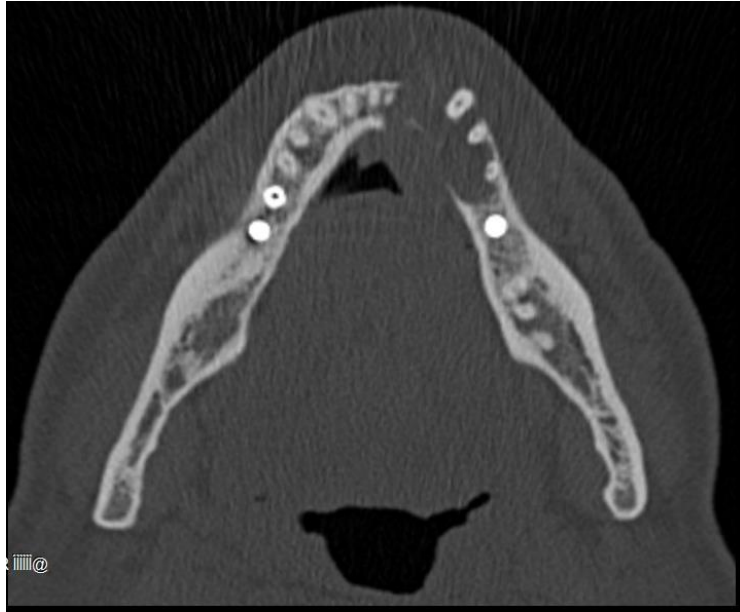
TAC pré-operatório da mandíbula do paciente do caso nº 4. Corte axial.
